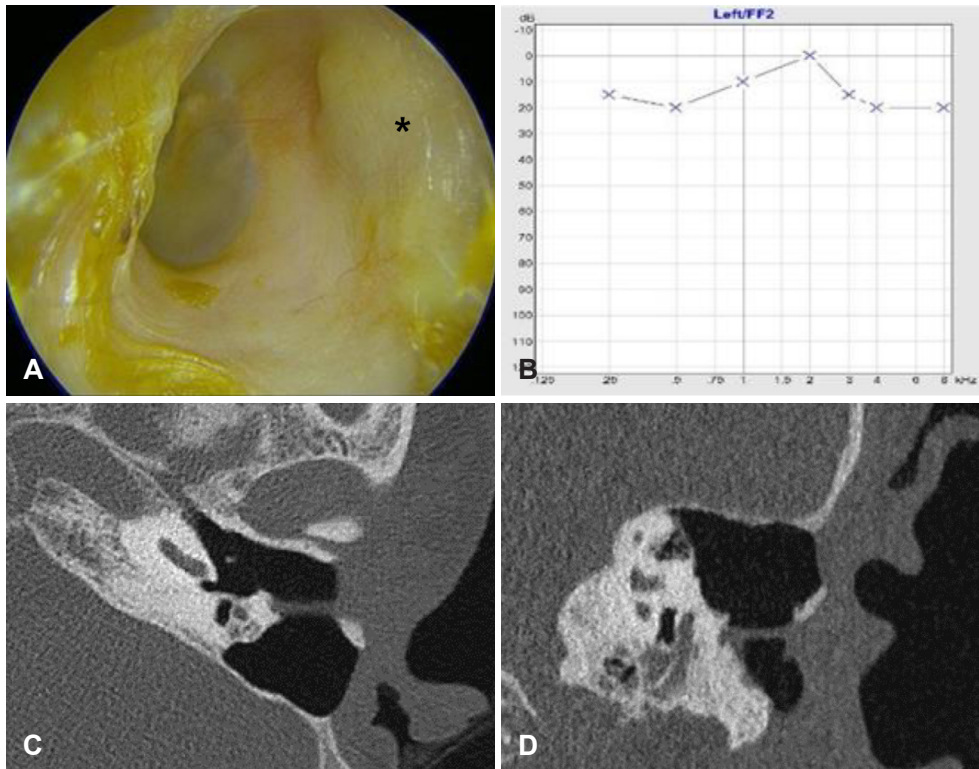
Post-operative findings of the patient. A and B: Transcanal endoscopic view in 15 months after operation shows the well-reconstructed posterior wall of bony external auditory canal (bEAC) (asterisk, A) and preserved hearing (B). C and D: Follow-up CT of the left temporal bone reveals reconstructed posterior EAC wall of bEAC with clearly mastoidectomized state.
